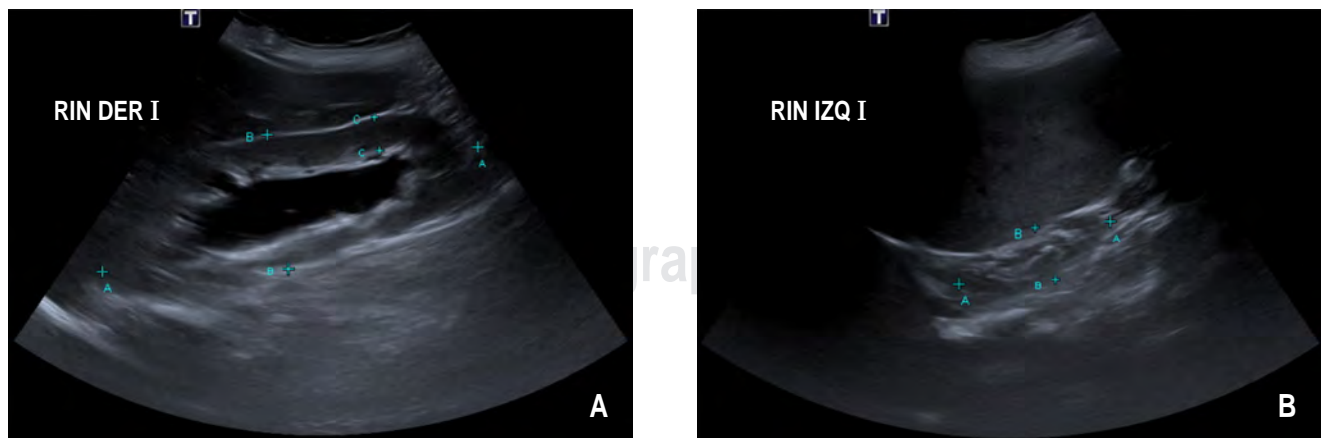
Ecografía renal y de vías urinarias. A) Hidronefrosis del riñón derecho. B) Atrofia renal izquierda.
